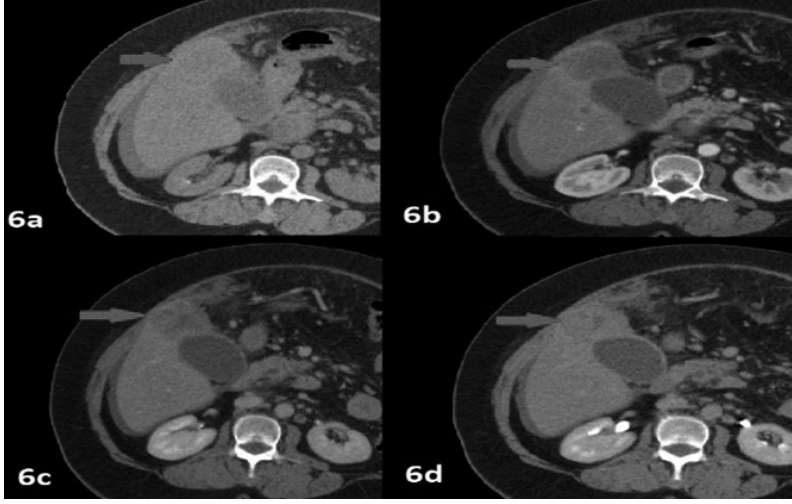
Arteryal faz (a), portal (b) ve geç venöz (c) fazlarda alınan aksiyel BT görüntülerinde safra kesesinde persiste kontrastlanma gösteren duvar kalınlaşması izlenmektedir (Hasta patolojik olarak safra kesesi kanseri tanısı almıştır).
